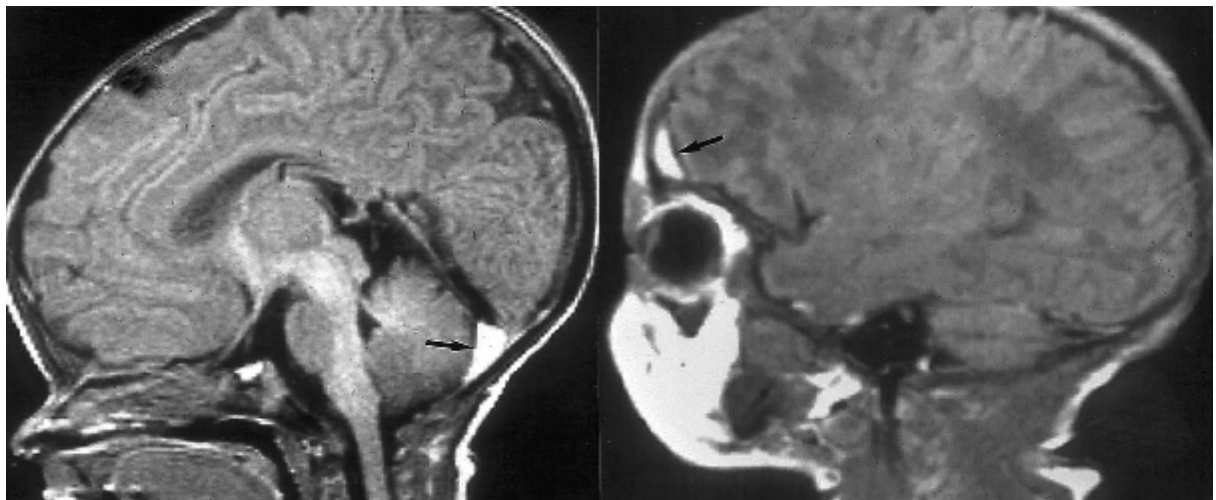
Petits hématomes sous duraux subaigus infra tentorial (flèche) (A) et supra tentorial (B) en IRM T1 [27]
